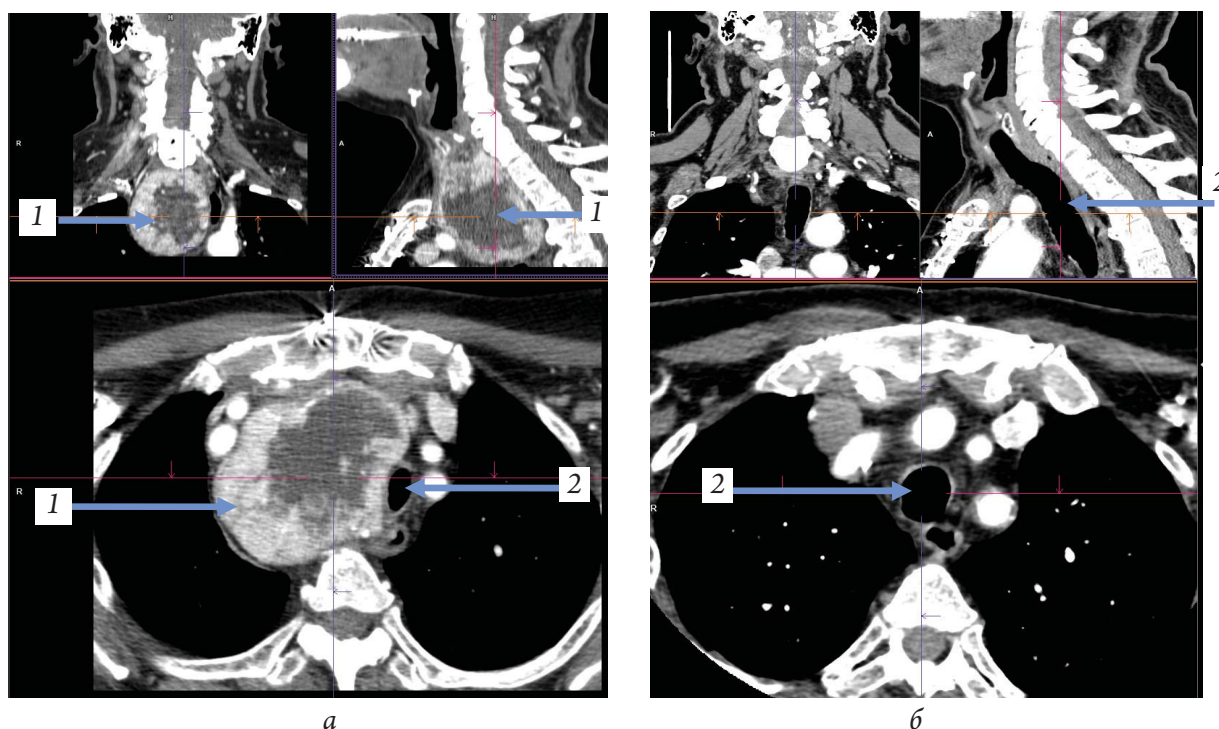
Спиральная компьютерная томография шеи больной Е., 79 лет, до операции с мультипланарной реконструкцией (а) и после ее проведения (б): 1 – загрудный зоб (увеличенная правая доля щитовидной железы); 2 – трахея
